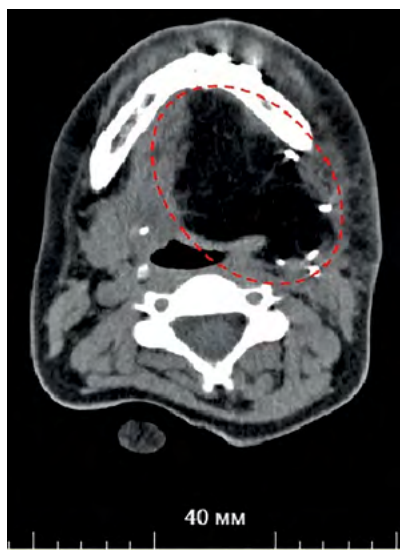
Спиральная компьютерная томография лицевого скелета с контрастированием пациентки А., после резекции языка реконструкцией кожно-жировым лоскутом. Штриховой линией выделена область реконструкции
